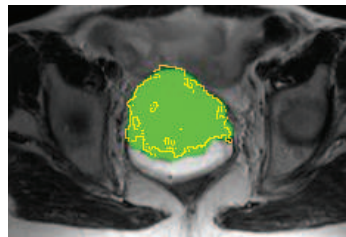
Imagem segmentada com 95% de sensibilidade utilizando PET e MRI (traço amarelo) sobre a imagem de MRI
